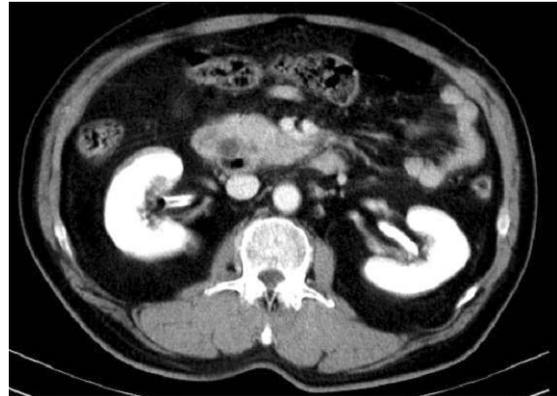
Contrast enhanced CT scan demonstrates focal cystic dilatation of the distal common bile duct.
